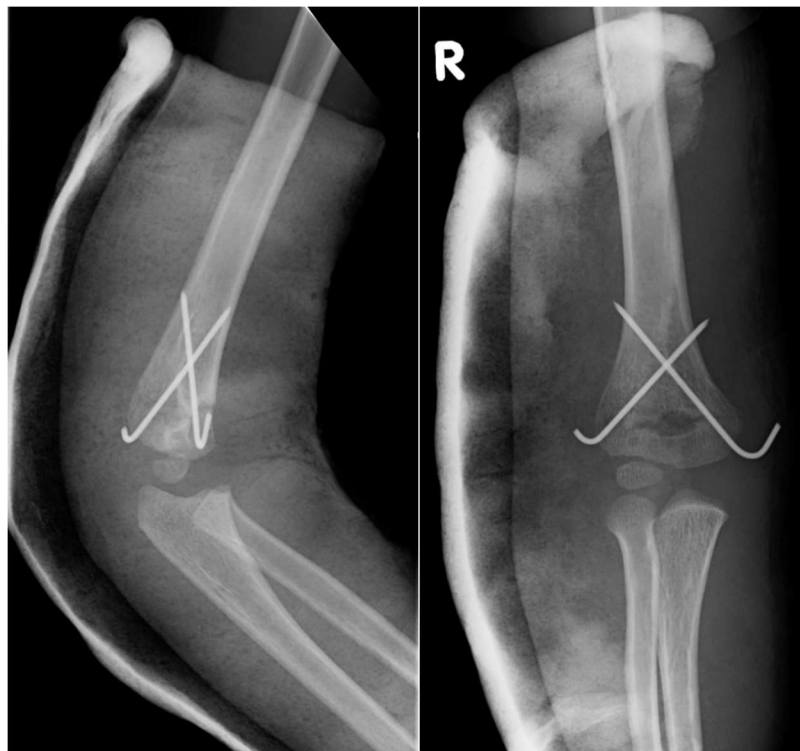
Fall 301: Röntgenbild zwei Tage postoperativ
